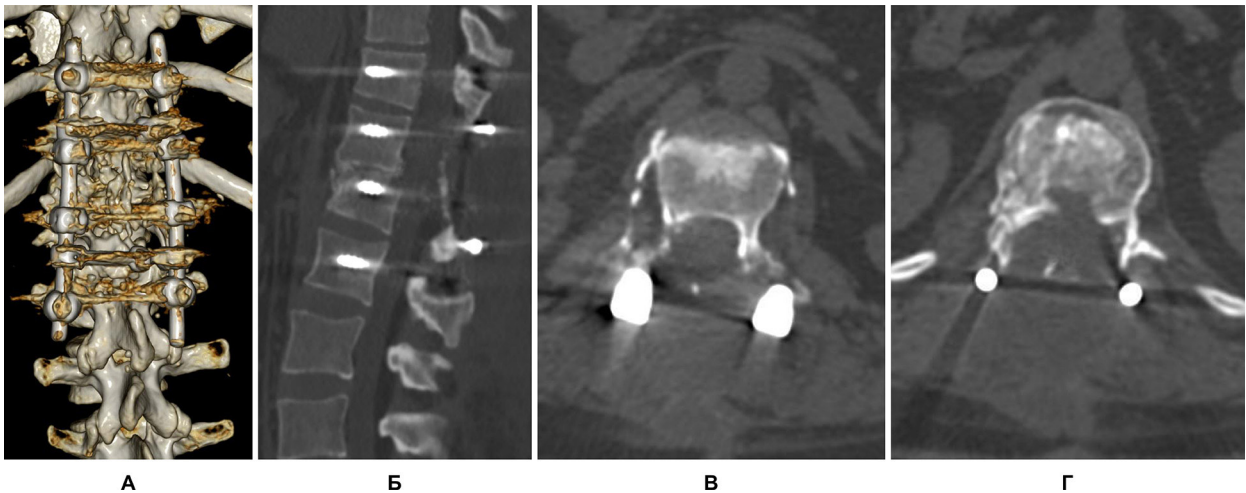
Комп'ютерна томографія через 3 тиж після ревізійного хірургічного втручання: А – тривимірна реконструкція, вигляд ззаду; Б – сагітальна реконструкція; В – зріз на рівні хребця Th12 (вище за входження гвинтів у тіло); Г – зріз на рівні міжхребцевого диска Th12-L1
